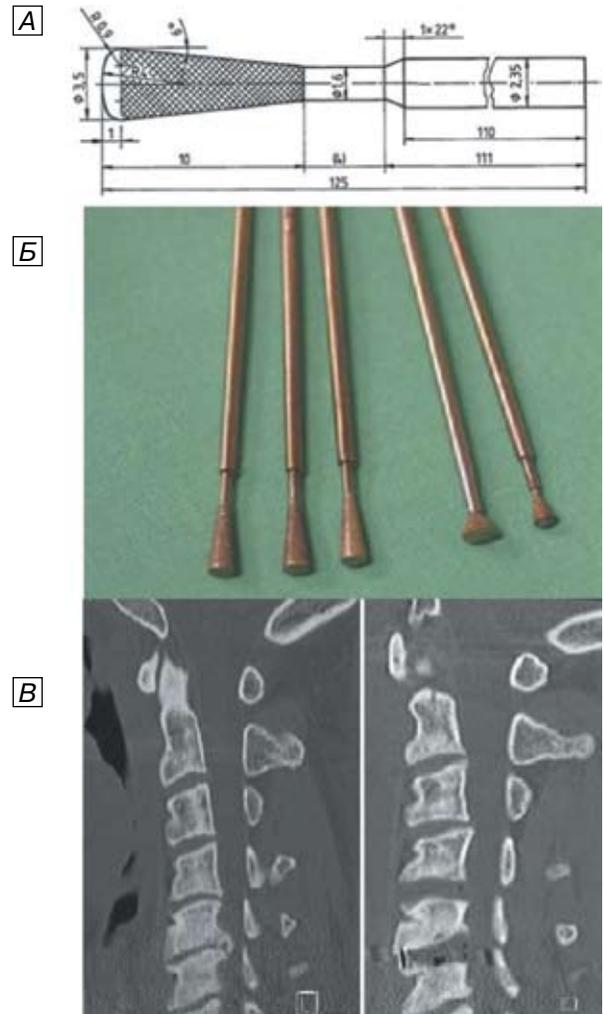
Модификация сверла высокооборотистой дрели для операций на ШОП из переднего доступа. А — чертеж для изготовления инструмента; Б — фотография рабочих фрез для высокооборотистой дрели; В — компьютерная томография ШОП в сагиттальной плоскости до и после (слева на право) дискэктомии на уровне C5-C6 позвонков. (Рисунок взят из оригинальной статьи М. Leimert и соавт.) [30].
